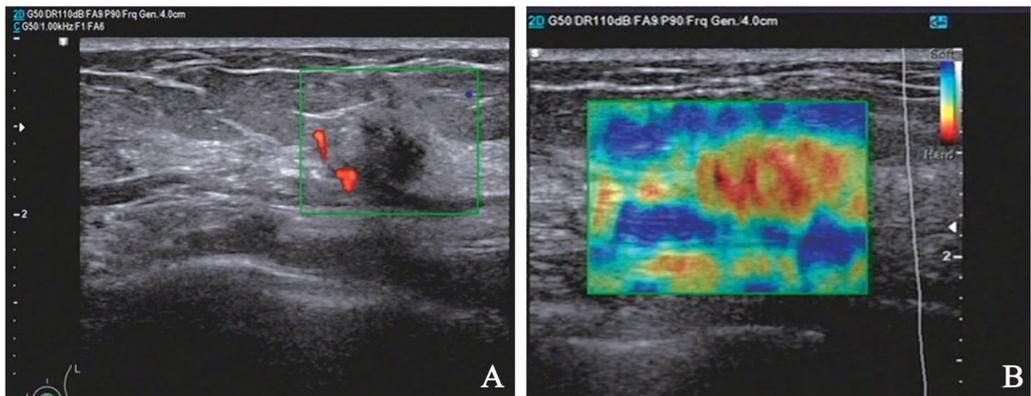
彩超和超声弹性成像中乳腺恶性肿瘤的典型图像
